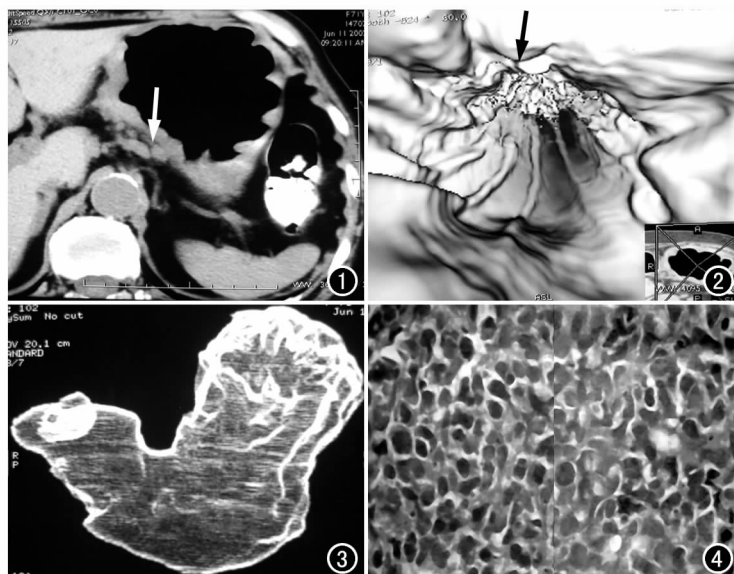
CT 平扫示胃壁增厚, 肝胃间隙及腹膜后见淋巴结影(箭)。
